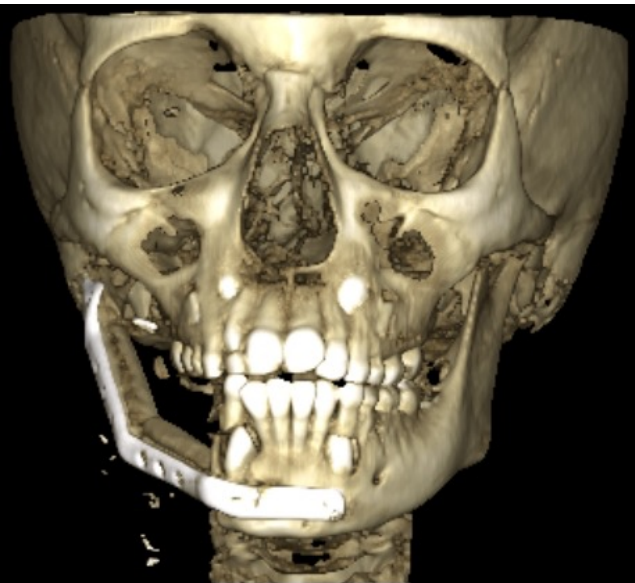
Tomografía computarizada de haz cónico postquirúrgica.
